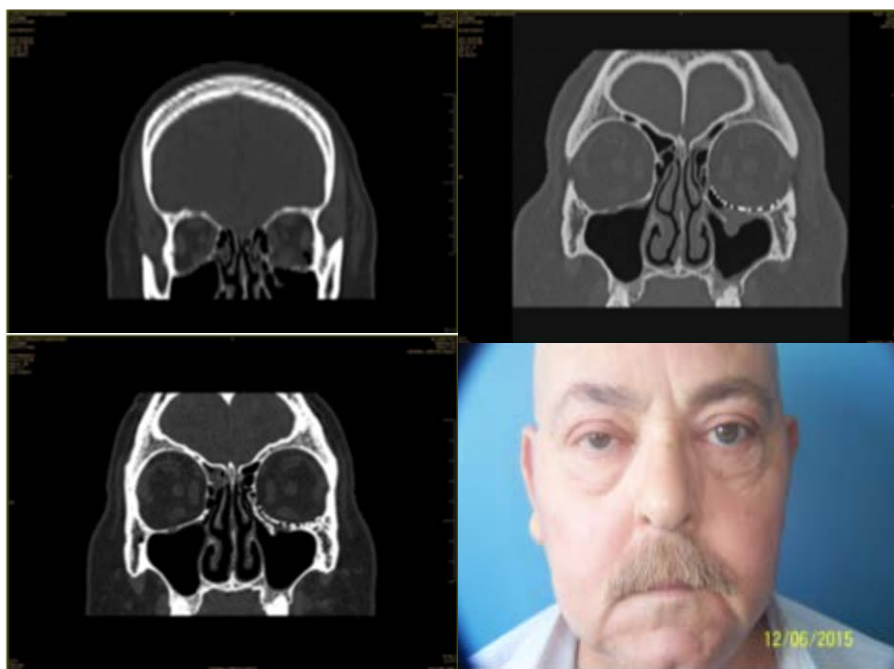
Paciente que sufre agresión con fractura de suelo y arbotante inferomedial. Reconstrucción con malla de titanio para suelo de orbita. La figura 3 muestra el CT tardío que revela no solo la correcta posición del implante de titanio, sino una remodelación ósea de las paredes orbitarias. Aspecto clínico del paciente a los 3 años de la cirugía. Foto de archivo Dr. Rodríguez HJ23.
